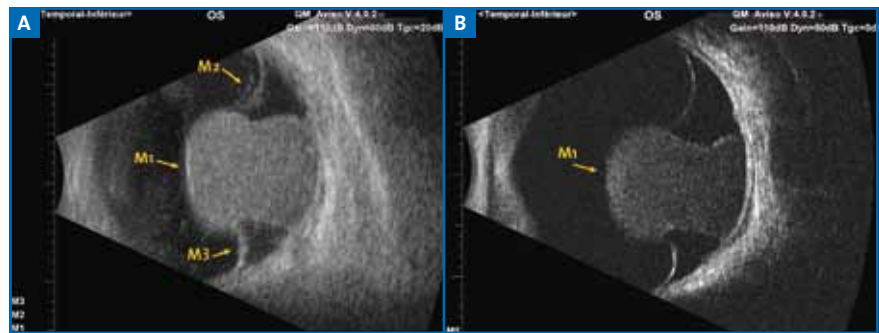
Coupe échographique en mode B à la sonde de 10 MHz d'un mélanome choroïdien. B: Même coupe échographique à la sonde de 20 MHz (noter le détail de lésion intratumorale, le décollement séreux de contiguïté et les rapports avec la choroïde).
